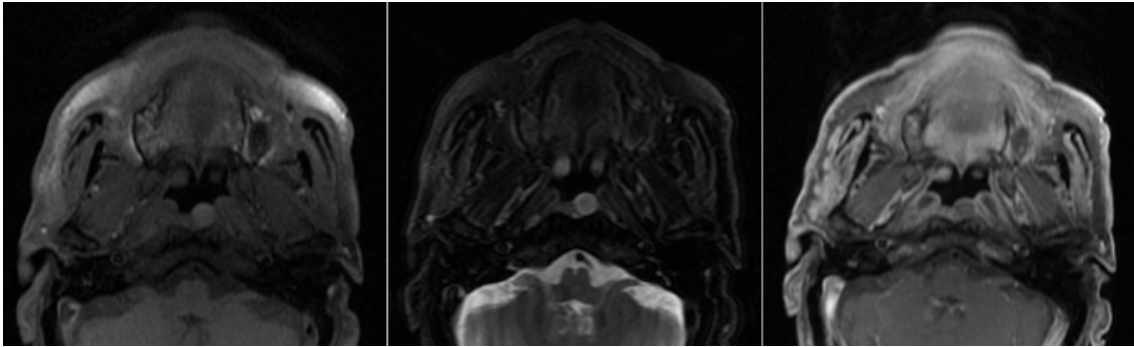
Resonancia magnética de la nasofaringe. Quiste de Tornwaldt. Lesión quística que se visualiza hiperintensa en las secuencias potenciadas en T1 y T2 con saturación grasa (imagen izquierda y central respectivamente) con fino realce periférico en la secuencia con contraste (imagen derecha).
